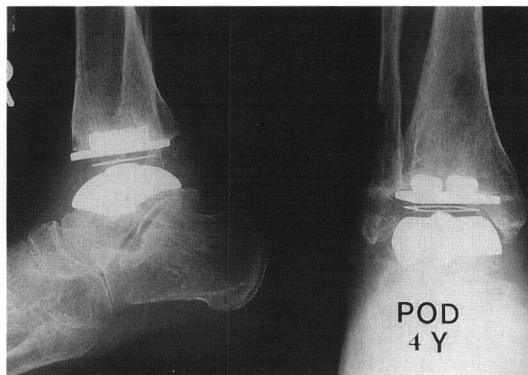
postoperative 4 years follow up radiograph.
